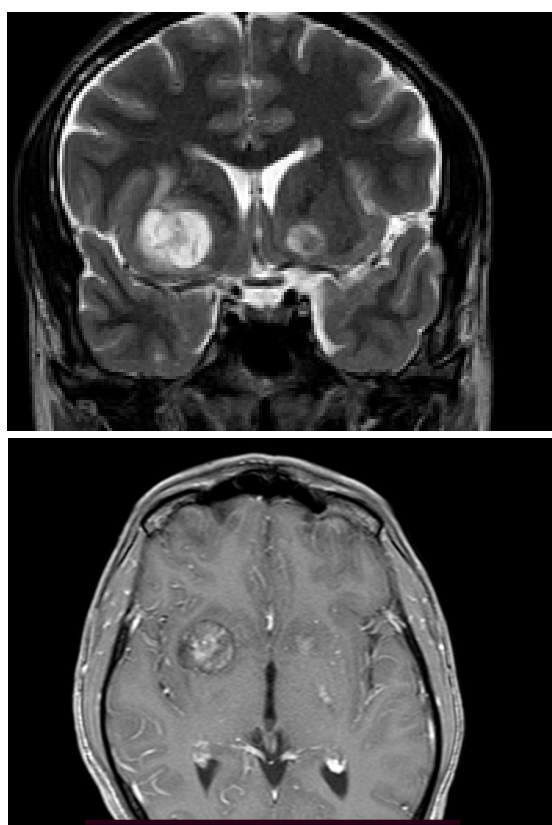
Resonancia magnética cerebral, corte coronal. T2 y T1 con contraste. Se observa criptococoma.
